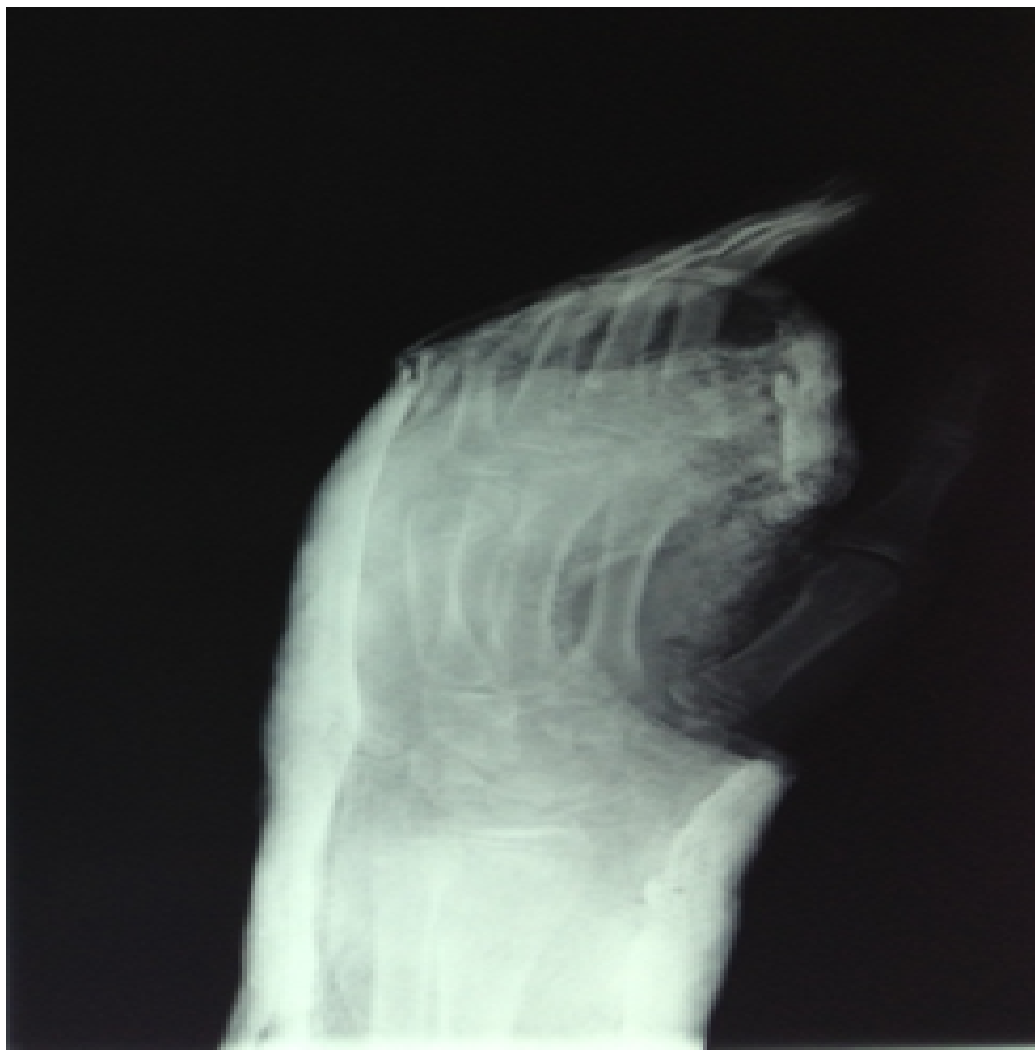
Radiographie en pronation $\frac{3}{4}$ de la main gauche a j 2 après réduction de la fracture du col des 5 métacarpien montrant une instabilité du foyer fracturaire avec échec de la réduction orthopédique et persistance d'une angulation à 45° et immobilisation par gant plâtré
